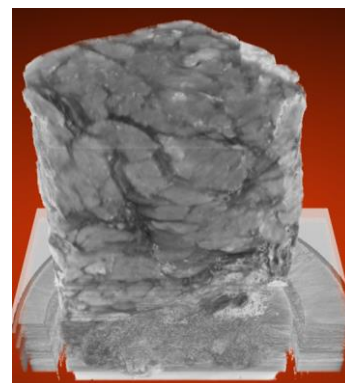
結晶干渉計を用いて測定した豚の乳腺のCT像
